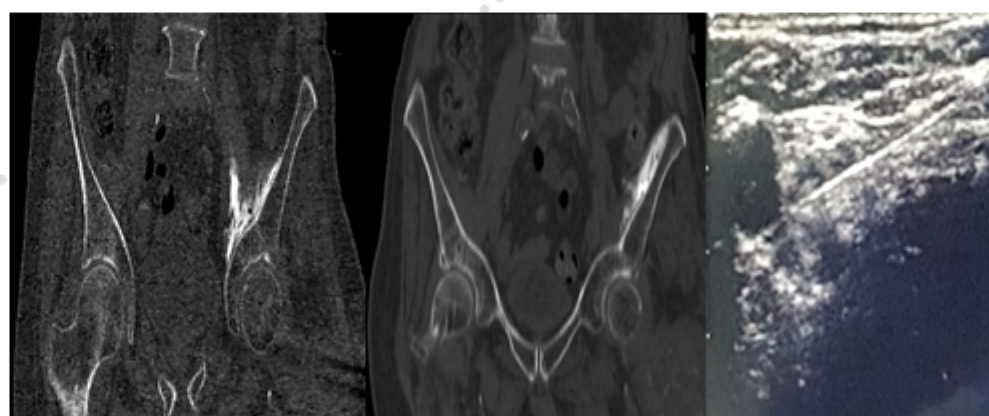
Imagen tomográfica y ultrasonográfica de bloqueo de PENG izquierdo y femoral izquierdo, ambos líticos
